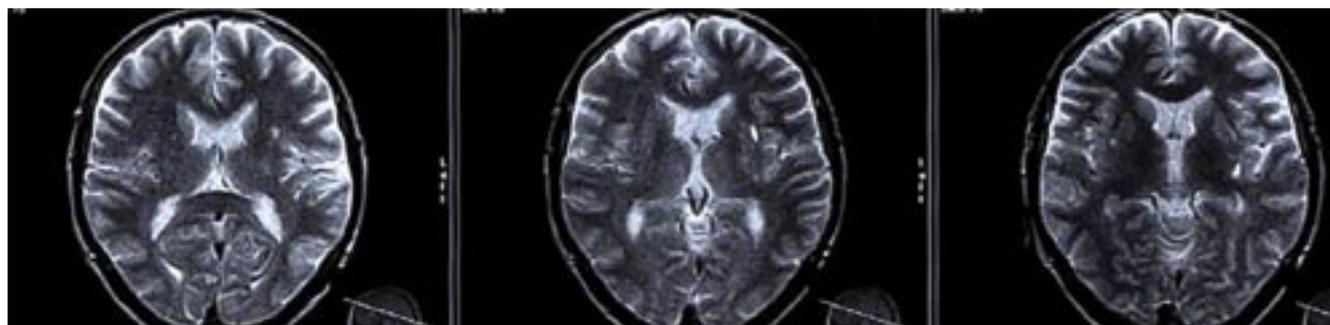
Множественные крупные лакунарные инфаркты эмболического генеза на МРТ
